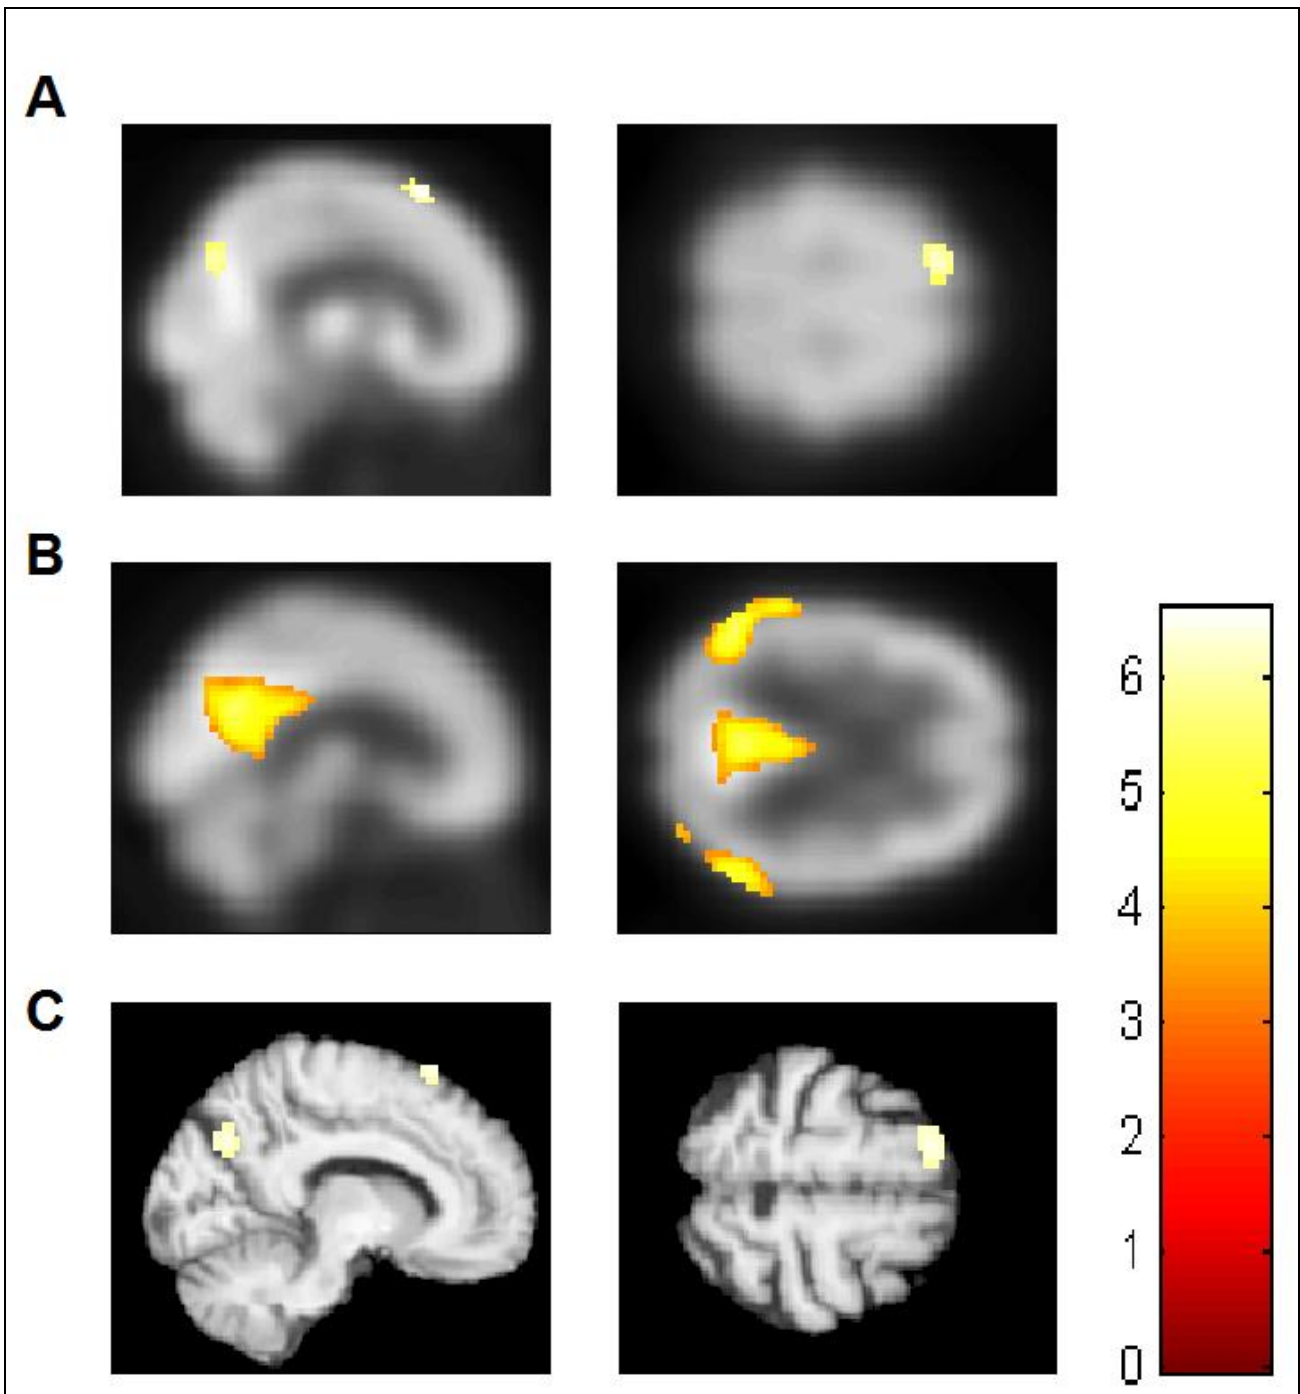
Discrepancy in resting state brain metabolism between 'F', AD group and healthy elderly control group. (A) Displayed at $p < .001$ uncorrected, on the mean PET of all participants. Results of the comparison 'F' < controls: hypometabolic cluster in the dorsal and posterior medial prefrontal cortex (dorsal posterior MPFC) and the upper precuneus/posterior cingulate. (B) Displayed at $p < .001$ uncorrected, on the mean PET of all participants. Results of the comparison AD group < controls: hypometabolism in the posterior cingulate cortex/precuneus, inferior temporal regions, and parts of the posterior parietal lobe. (C) Displayed at $p < .001$ uncorrected, on the patient's normalized structural MRI. Results of the comparison 'F' < AD group: hypometabolism involving the dorsal posterior MPFC and upper precuneus/posterior cingulate cortex.
